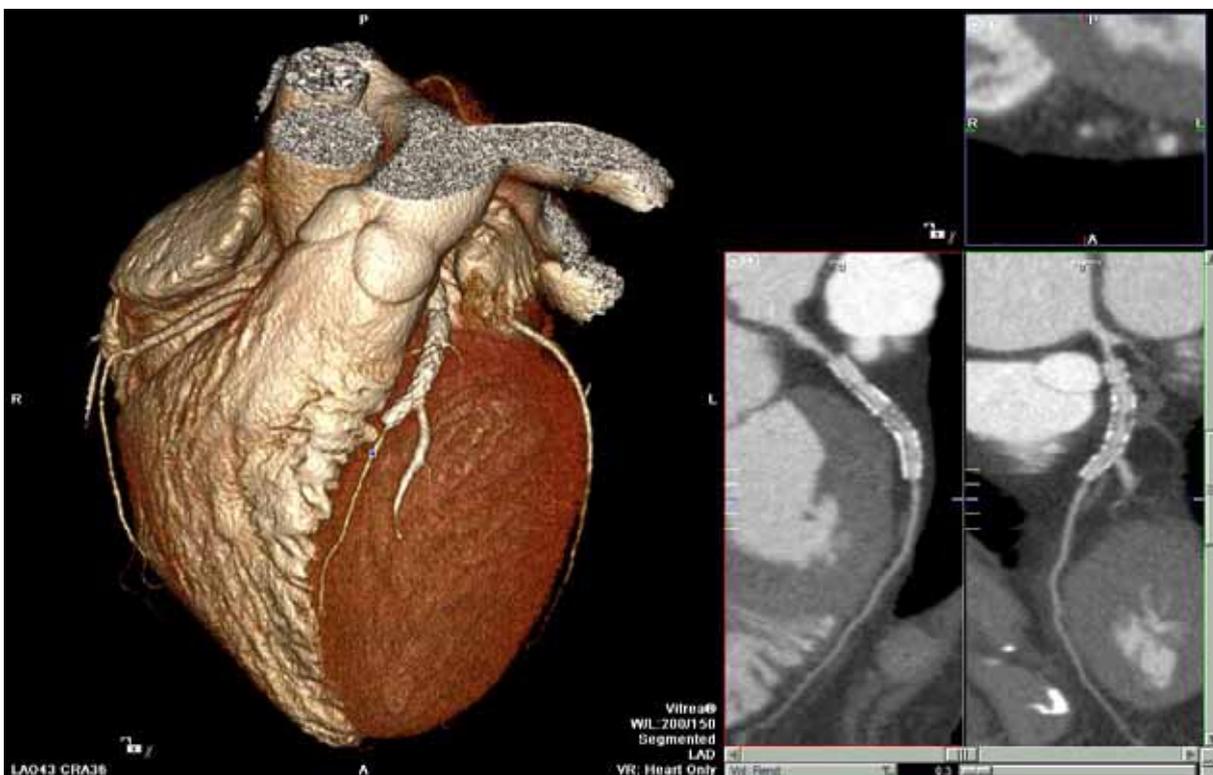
КТ-коронарография в оценке состояния стента проксимального и среднего сегментов передней межжелудочковой артерии
